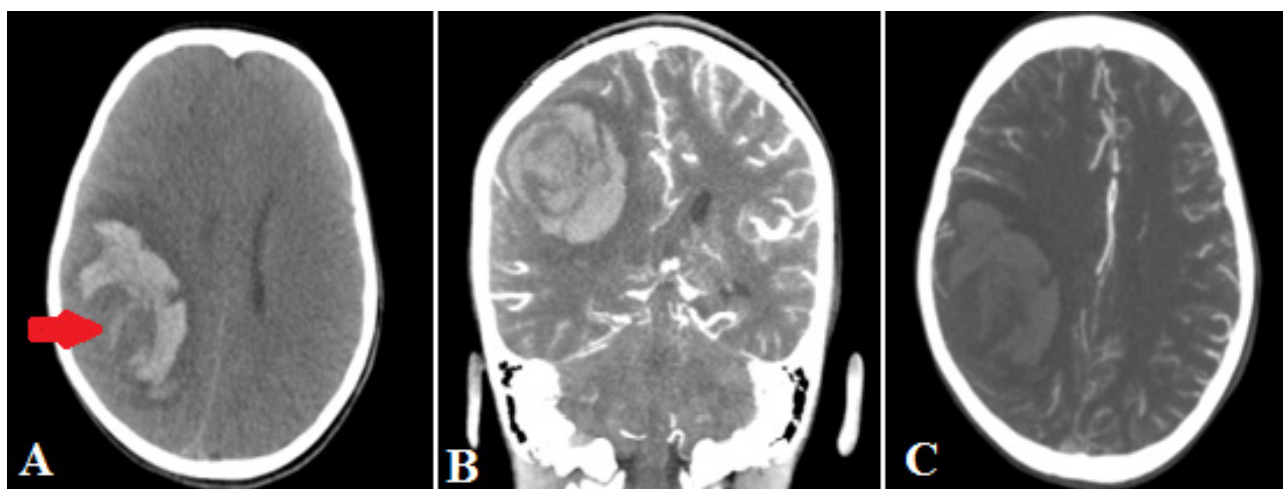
A: corte axial de tomografía cerebral sin contraste muestra hemorragia fronto-parietal derecha con imagen nodular en su interior (flecha roja), con desplazamiento de línea media y colapso de ventrículo lateral derecho. B: corte coronal de tomografía cerebral muestra hemorragia sin captación anormal de contraste. C: corte axial de angiogramía cerebral no muestra malformación arteriovenosa asociada.
